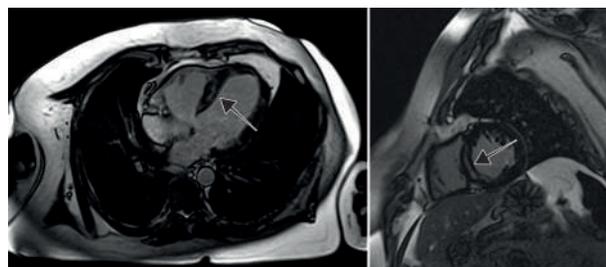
Resonancia magnética cardiaca: Miocardiopatía dilatada con realce intramiocárdico septal.
